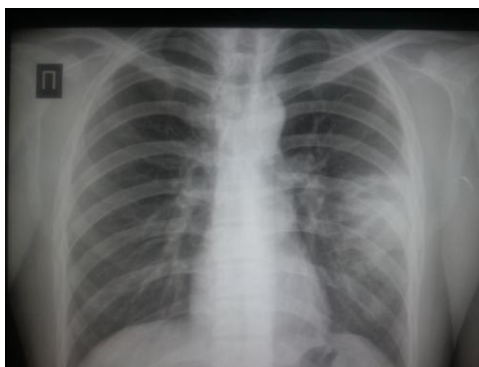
Рентгенография легких при поступлении
